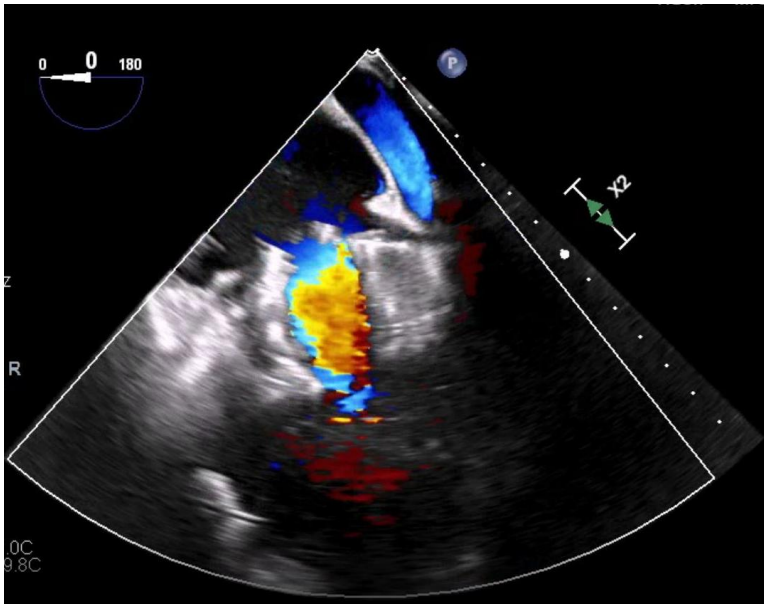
Transösophageale Echokardiographie nach Implantation des EVOQUE™-Systems mit deutlich reduzierter Trikuspidalinsuffizienz und lediglich geringfügigem Restfluss.*
